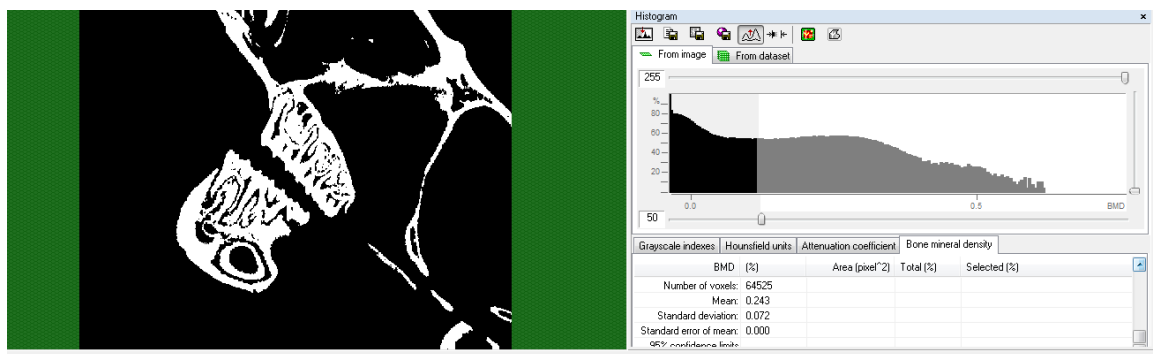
Mensuração da densidade mineral óssea pelo software CT-Analyser
